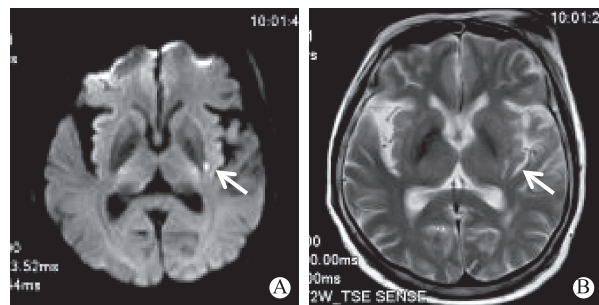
头颅 MRI(2017 年 4 月 17 日)T₂ 序列(1B)及 DWI 序列(1A)示左侧外囊新近梗死
